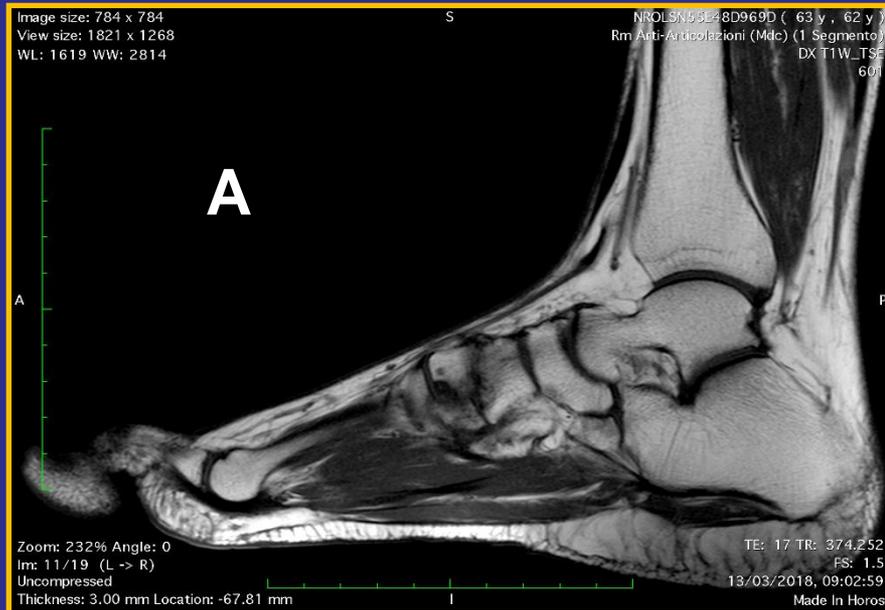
A-B. *Esame RM. Le sequenze T1 pesata (a) e short tau inversion recovery (STIR) (b) in sezione sagittale mostrano edema osseo e piccole aree di alterazione di segnale d tipo erosivo a carico delle ossa tarsali.*
